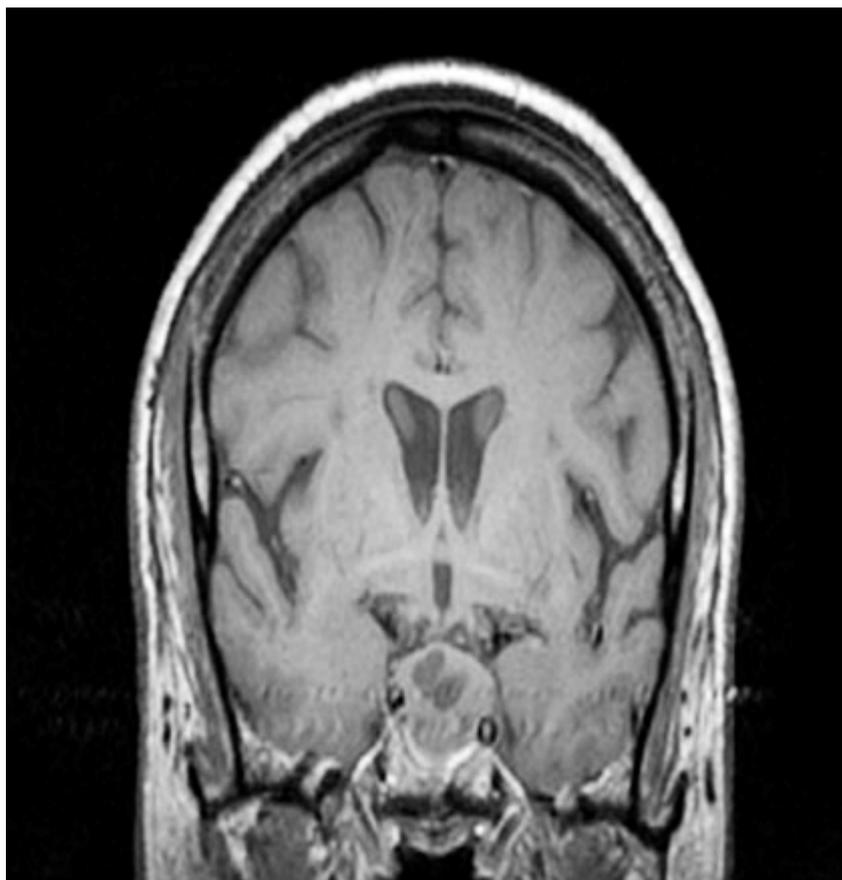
Plano coronal de resonancia magnética (RM) ponderada en T1, masa selar isointensa con áreas hipointensas en su interior, con extensión supraselar que comprime el quiasma óptico, extensión paraselar bilateral y hacia seno esfenoidal.
